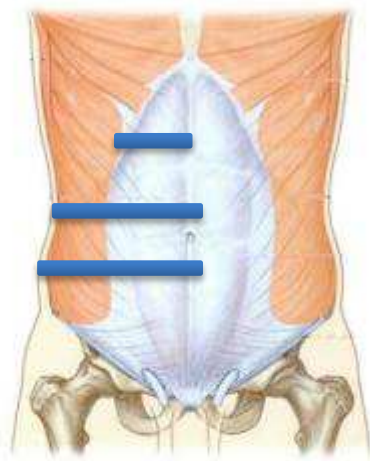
Localisation des mesures échographique balayant la moitié de l'abdomen
